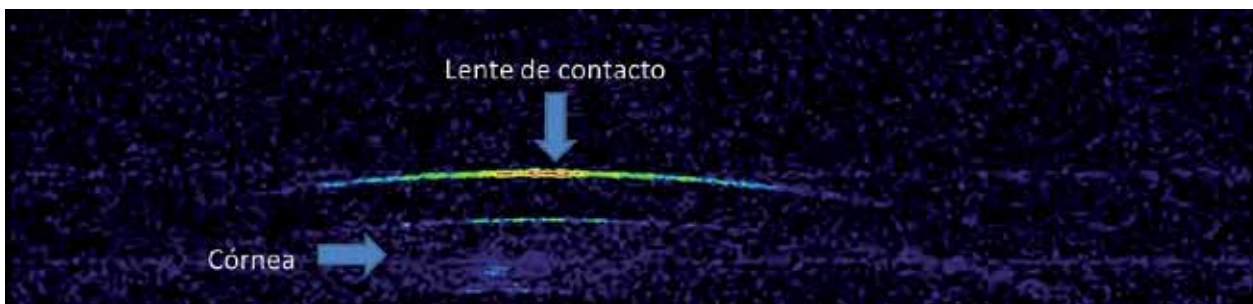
Análisis de la relación lente de contacto-córnea mediante tomografía óptica de coherencia.
